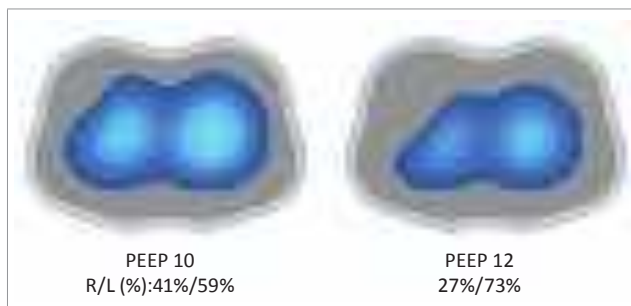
Tomografia de impedância elétrica.
